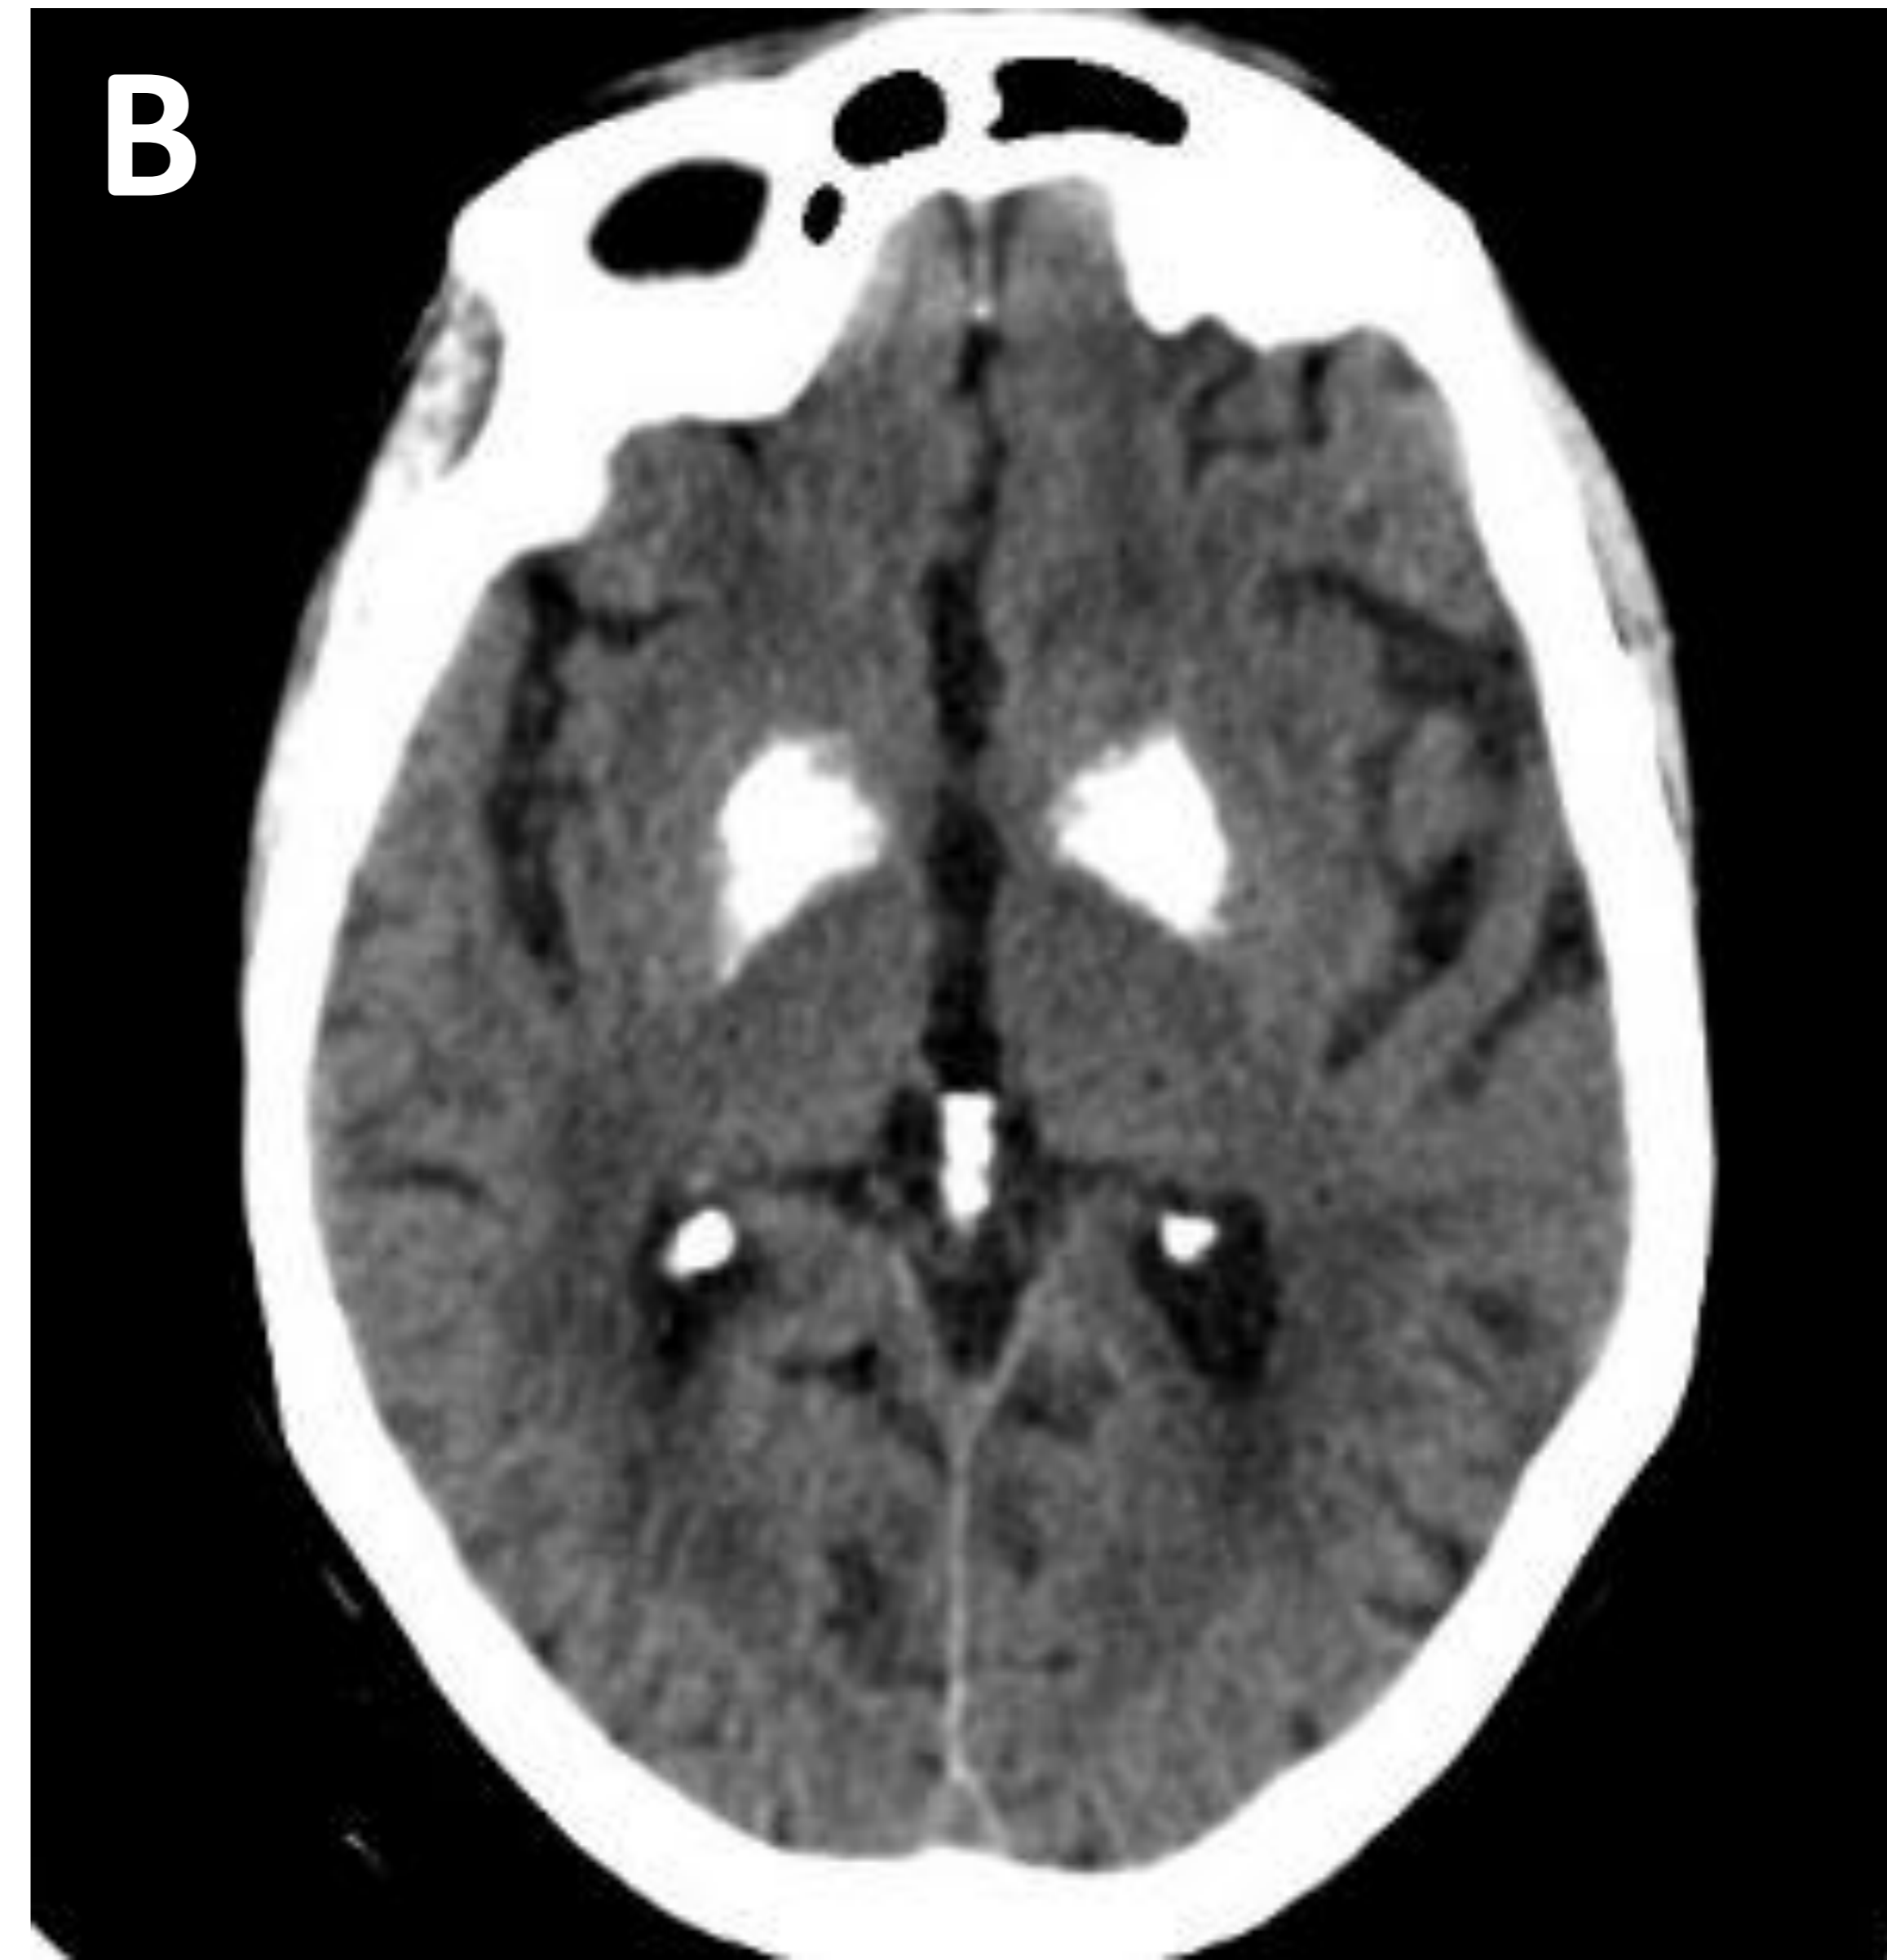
Paciente de 87 años con antecedente personal de deterioro cognitivo leve-moderado y alteración del metabolismo fosfocálcico con cifras de PTH aumentadas. Acude a Urgencias por alteración del nivel de consciencia. En el TC craneal se observan calcificaciones bilaterales y relativamente simétricas de los núcleos dentados del cerebelo (A), núcleos lenticulares (B) y corona radiatas (C y D).
